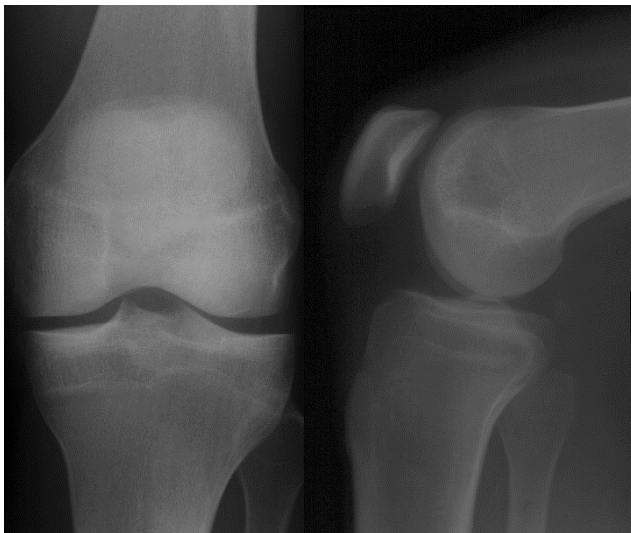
Рентгенограмма коленного сустава в прямой и боковой проекциях. Снимок принадлежит взрослому. Определяются в виде полос затемнения зоны метаэпифизарных швов в костях, образующих коленный сустав. Норма
